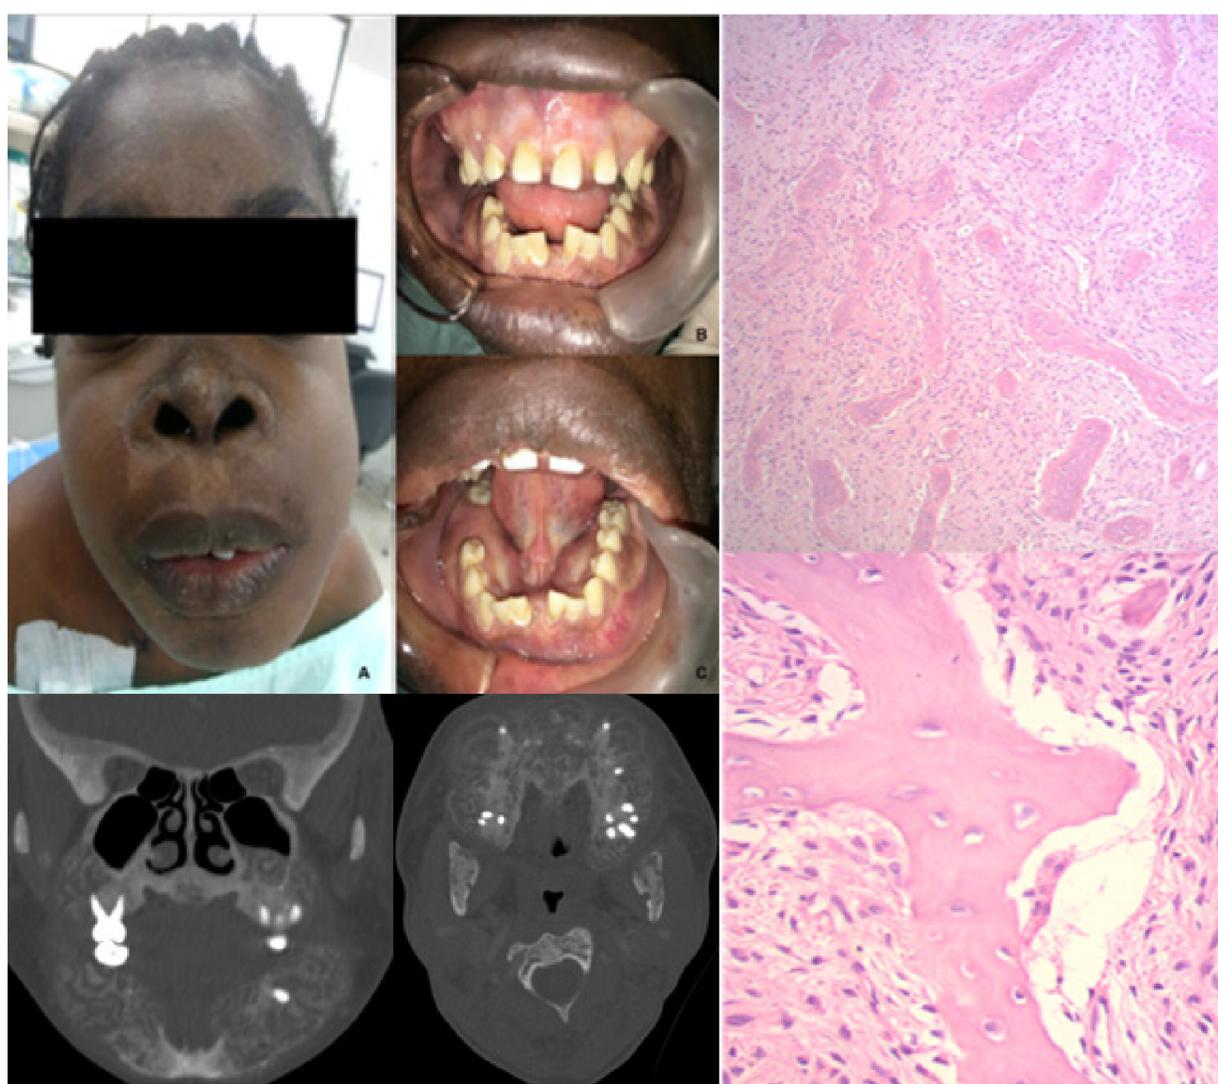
A. Asimetría facial con ensanchamiento de base nasal, manchas hipocrómicas en los tres tercios faciales. B-C. Intraoralmente con expansión de corticales óseas y desplazamiento dental. D-E. Tomografía computarizada (TC) de cara simple, lesiones de patrón mixto en ambos maxilares, expansión de corticales sin interrupción. F-G. Proliferación benigna fibroósea con espículas de hueso neoformado, no laminar, irregulares, la mayoría de ellas sin claro reborde osteoblástico. Escasos osteoclastos (*) multinucleados bordeando el hueso (tinción con hematoxilina eosina, magnificación F (20X), G (40X)).
